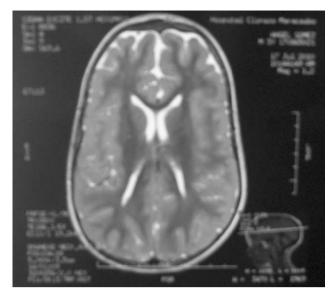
Imagen de resonancia magnética que muestra la atrofia de corteza frontal con ampliación del espacio subaracnoideo.
